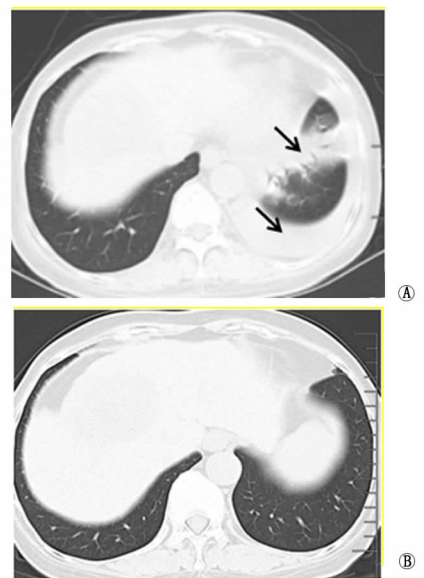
胸部 CT(① 左肺下叶感染性病变伴胸腔积液, 如箭头所示; ② 抗感染治疗后炎症病变伴积液吸收)
